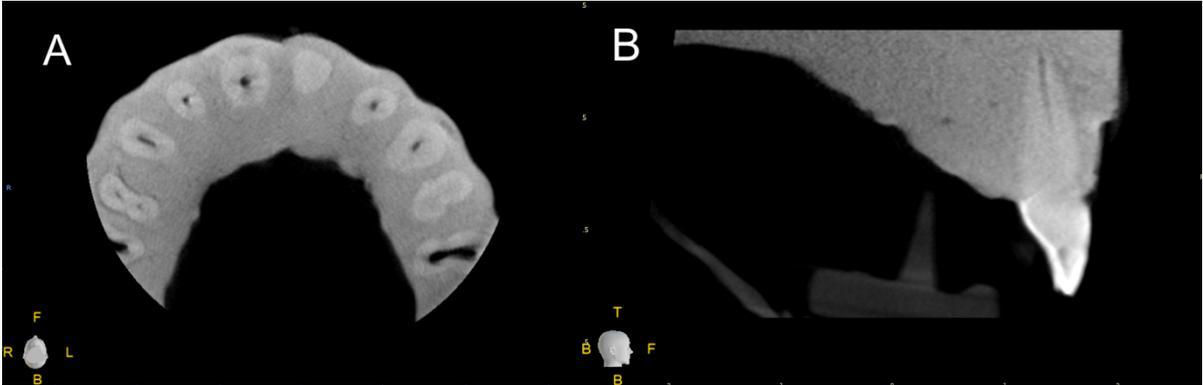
Cone-beam du modèle ex-vivo : coupe axiale (A) et sagittale (B) (CS 9300, Carestream).
